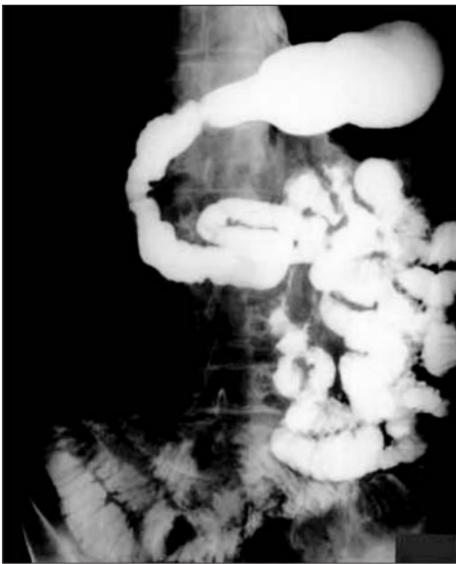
Рентгенограмма тонкого кишечника с классическими признаками глютен-чувствительной энтеропатии: гипотоническая дилатация тонкой кишки, выпрямление контуров углов и увеличение содержания жидкости (Abdulkarim, Murray, 2003)
